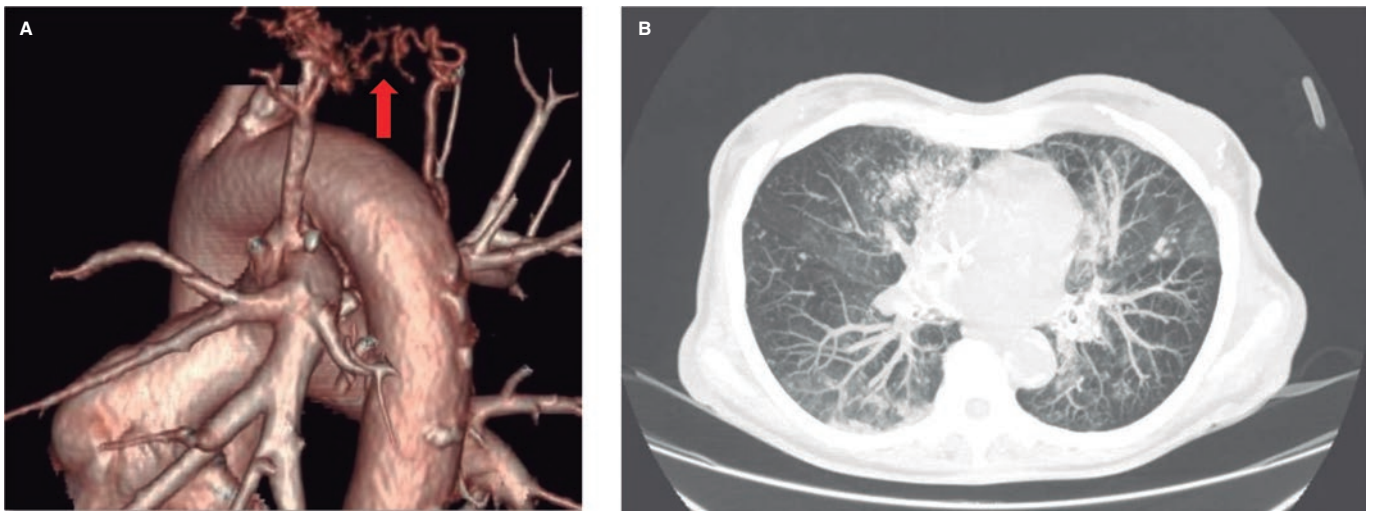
Tomografía computarizada al ingreso. A: reconstrucción 3D en la que se visualiza la fístula arterio-arterial desde la rama de la arteria pulmonar hacia la arteria bronquial. B: corte axial que muestra una imagen compatible con hemorragia alveolar bilateral.
